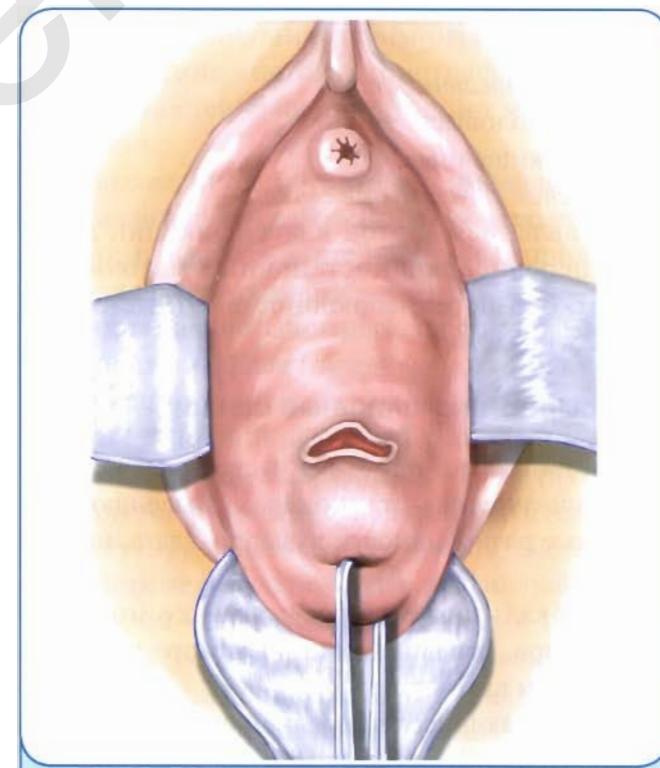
Пузирно-влагалищный свищ в своде над шейкой матки. Край его сращен с шейкой матки
